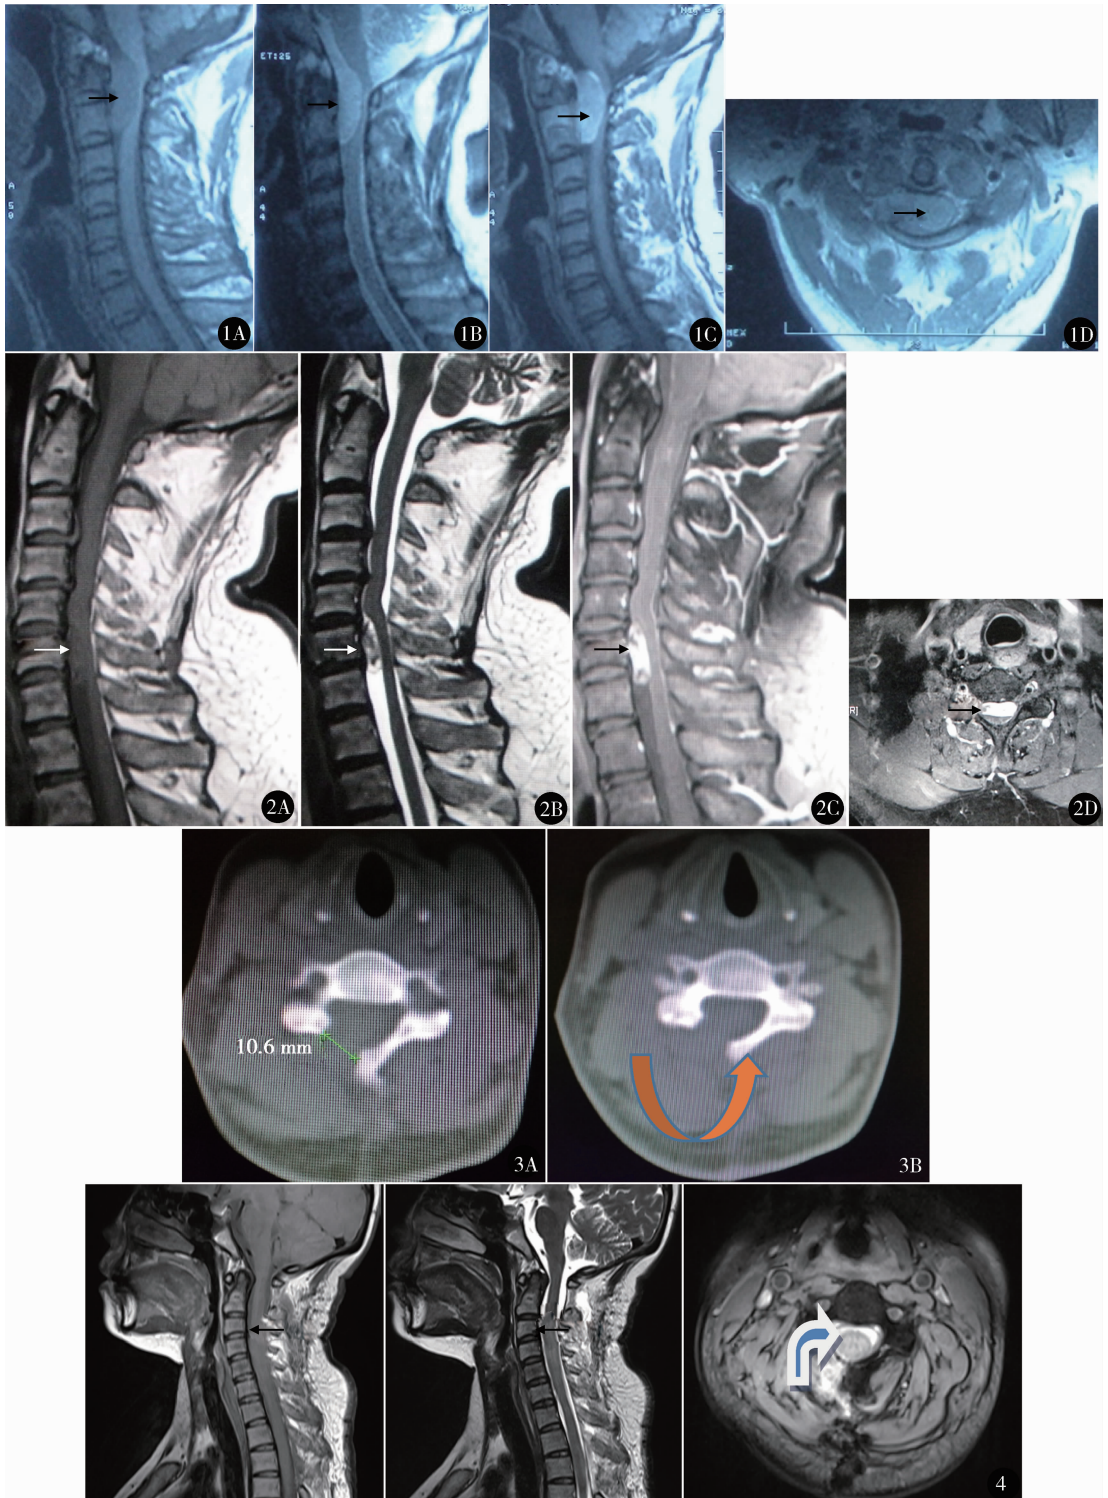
上颈椎脊髓正腹前方脊膜瘤术前 MRI A. MRI 矢状位 T1 加权像显示 C₀₋₂ 水平脊髓腹侧稍长 T1 病变; B. MRI 矢状位 T2 加权像显示 C₀₋₂ 脊髓腹侧长 T2 信号实质性病变; C. MRI 增强 T1 加权像矢状位显示 C₀₋₂ 脊髓腹前方均匀一致增强病变; D. MRI 增强轴位显示脊髓腹前方均匀增强病变 图 2 下颈椎脊髓正腹前方神经鞘瘤术前 MRI A. MRI 矢状位 T1 加权像显示 C₆₋₇ 水平脊髓腹侧等 T1 病变; B. MRI 矢状位 T2 加权像显示 C₆₋₇ 脊髓腹侧长 T2 信号影; C. MRI 增强 T1 加权像矢状位显示 C₆₋₇ 脊髓腹前方均匀一致增强病变; D. MRI 增强轴位显示脊髓正腹前方均匀增强病变 图 3 术中半椎板骨窗 A. 单侧半椎板骨窗宽度; B. 旋转手术床, 调整显微镜角度后, 对椎管内结构显示效果 图 4 术后复查颈椎 MRI 示颈椎生理曲度完好, 肿瘤被完全切除
